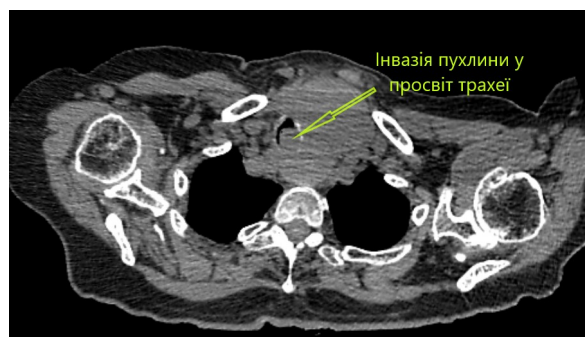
СКТ хворої М., 55 років.
